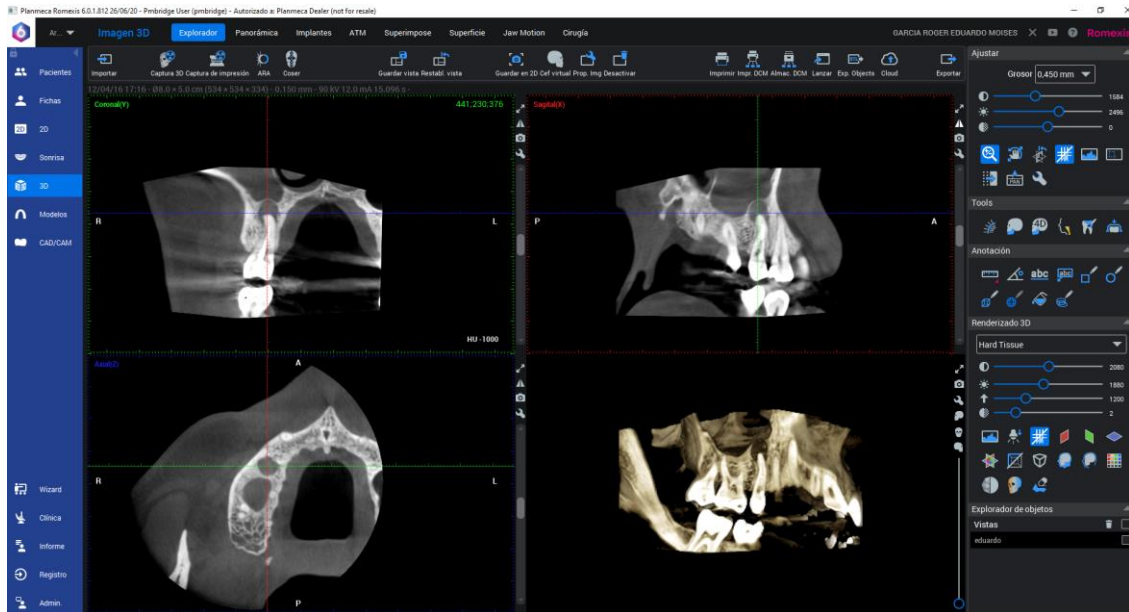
Cortes coronal, sagital, axial y simulación tridimensional del área periapical en el diente 1.5 durante el estudio preoperatorio.
